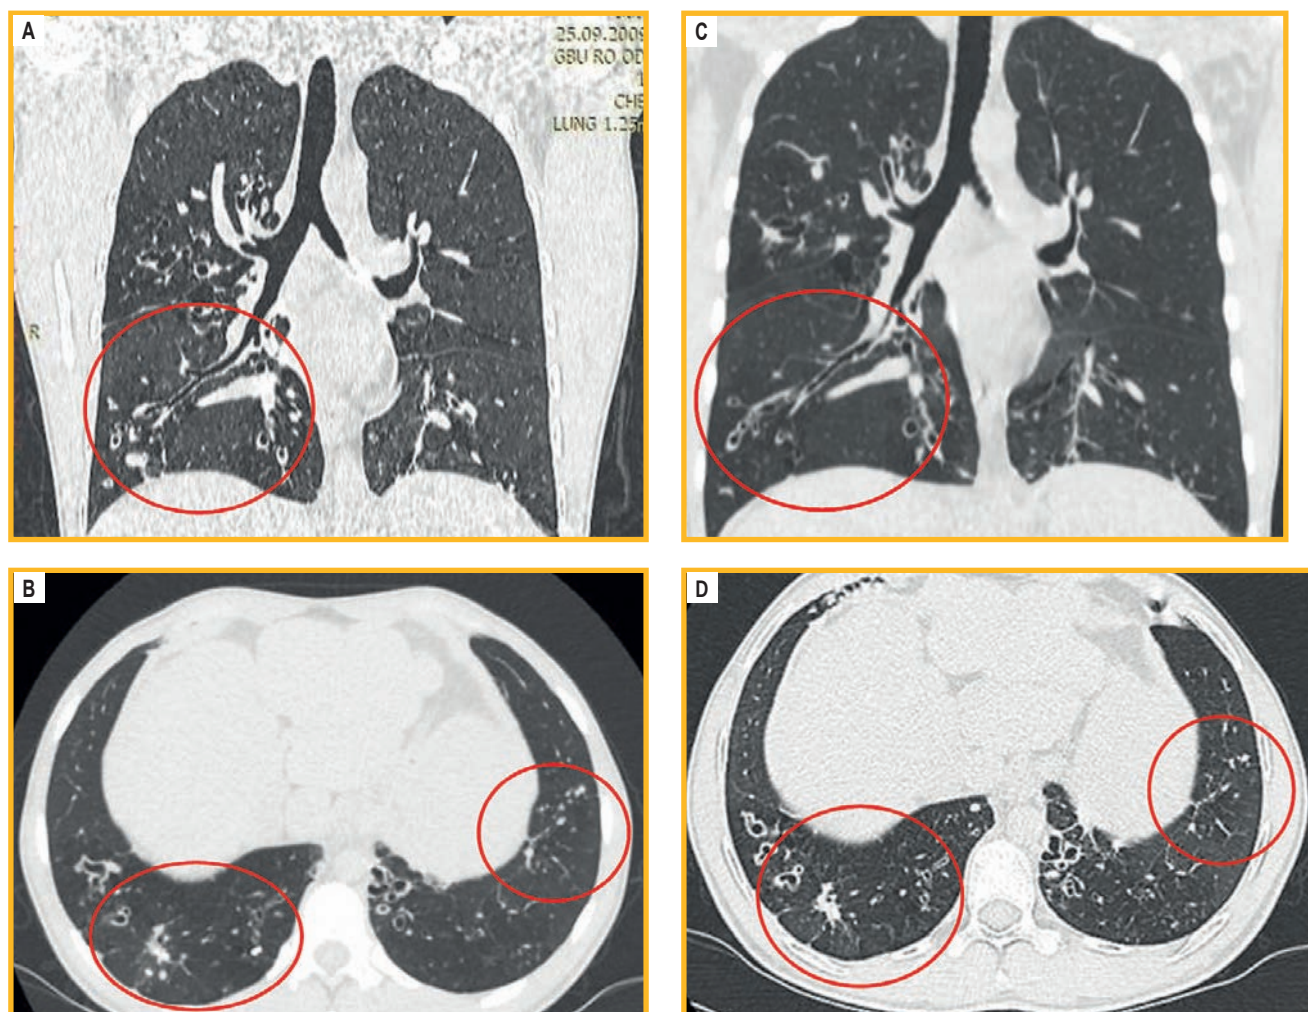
Компьютерная томография легких пациента П.: А (февраль 2025 г.) – корональная проекция; В (февраль 2025 г.) – аксиальная проекция; С (август 2025 г.) – корональная проекция; D (август 2025 г.) – аксиальная проекция. При динамическом наблюдении при сравнении с результатами компьютерной томографии органов грудной клетки от августа 2024 г. отмечается выраженная положительная динамика: рассасывание инфильтративных и очаговых изменений в легких с двух сторон
